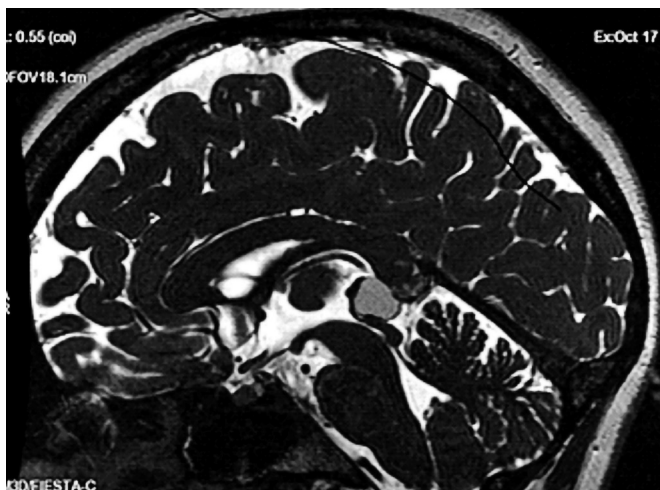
МРТ головного мозга, FIESTA-ИП. Срединный сагиттальный срез. Киста эпифиза размером более 10 мм, содержимое кисты с примесью белка
